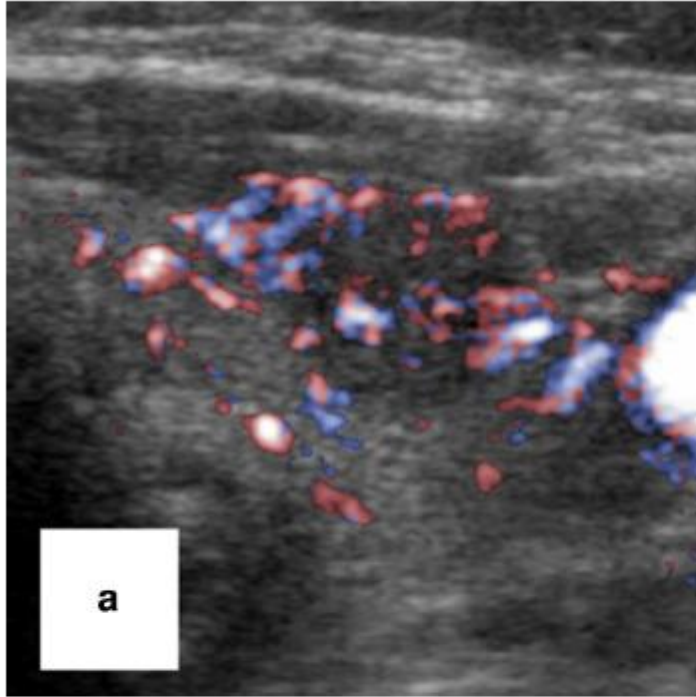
Grade of tumor vascularity on color Doppler ultrasonography (US). a Rich vascularity: Transverse Doppler US shows a low-echoic nodule with extensive central and peripheral blood flow. b Poor
